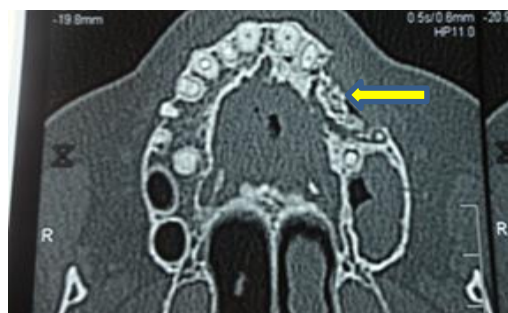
Visualisation du séquestre osseux sur coupe TDM
